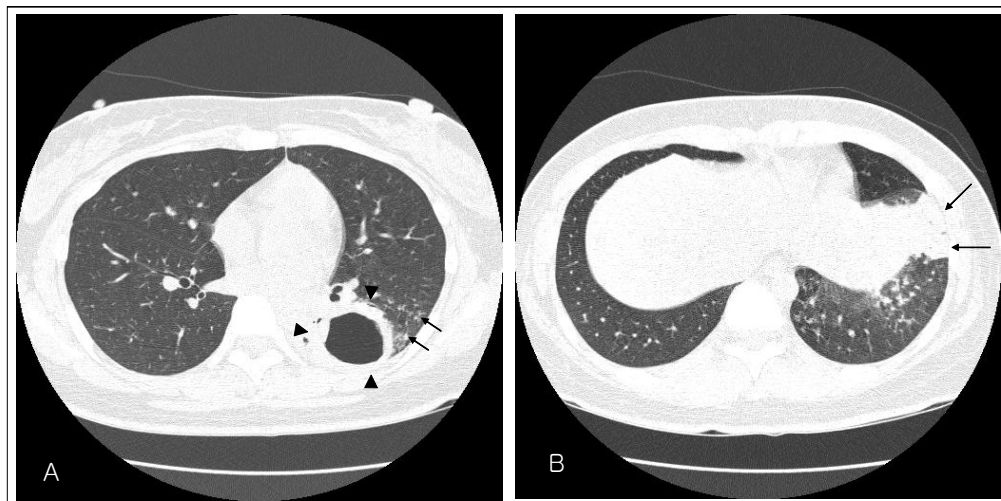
CT images of a 30-year-old woman among the sputum smear-positive group in whom CT scan shows a cavity and consolidation. (A) CT scan at the level of both lower lobes bronchi shows a thin-walled cavity (52 x 43 mm in diameter) (arrowheads) in left lower lobe. Multiple centrilobular micronodules (arrows) are also demonstrated in the left lower lobe. (B) CT scan at the level of diaphragm shows a patch consolidation in left lower lobe (arrows).
